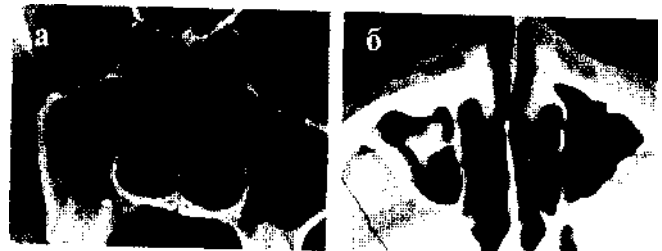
Компьютерные томограммы больных с мицетомой верхнечелюстной пазухи: а) коронарная проекция. Нижние отделы правой верхнечелюстной пазухи занимает образование мягкой-тканной плотности с выпуклым верхним контуром; б) в центре правой верхнечелюстной пазухи определяется неправильной формы образование мягкой-тканной плотности.
